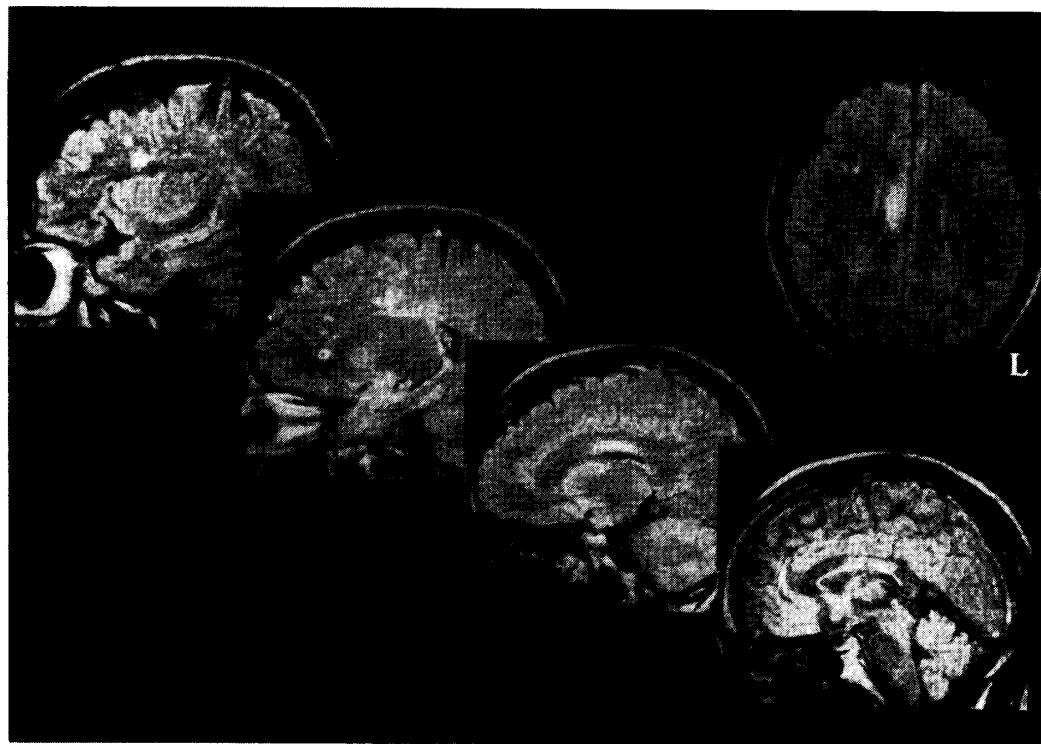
頭部MRI FLAIR 画像（発症1ヵ月後）
